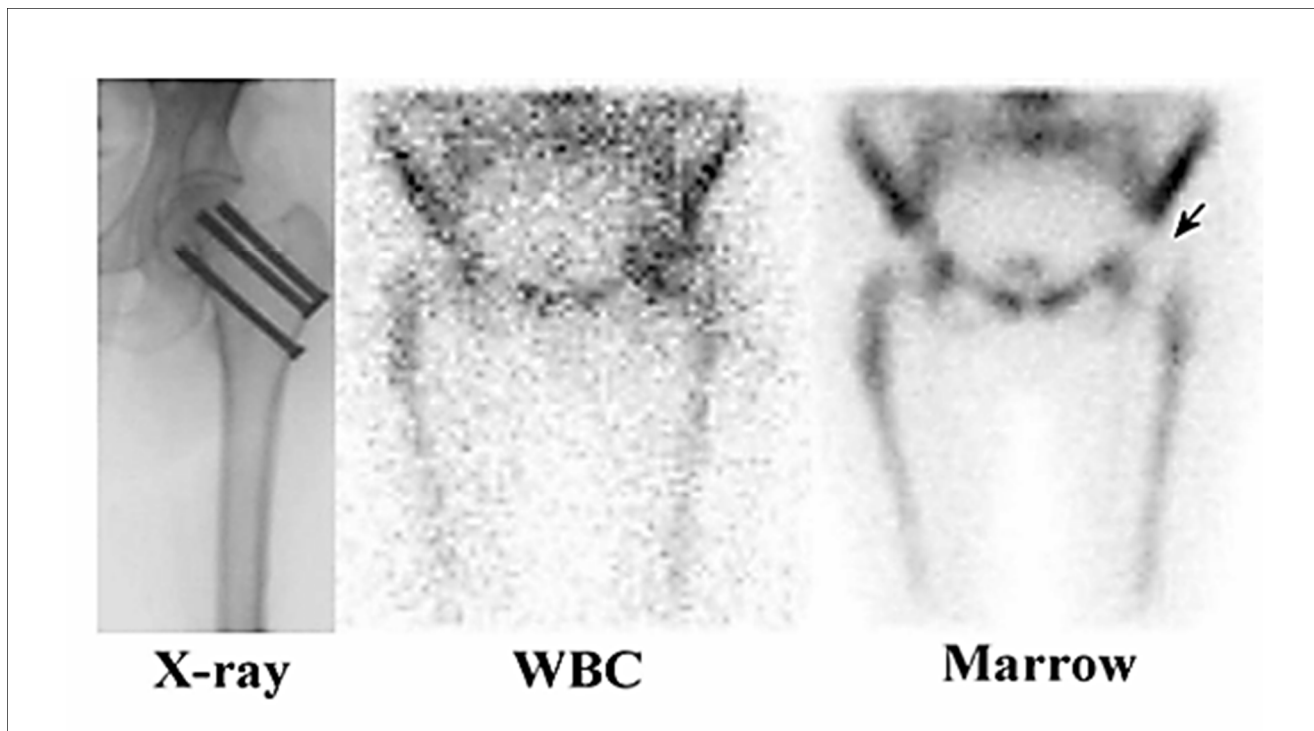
Infection sur matériel d'ostéosynthèse ; Scintigraphie aux leucocytes marqués (Au milieu): zone « chaude » et scintigraphie médullaire (A droite): zone « froide ».
